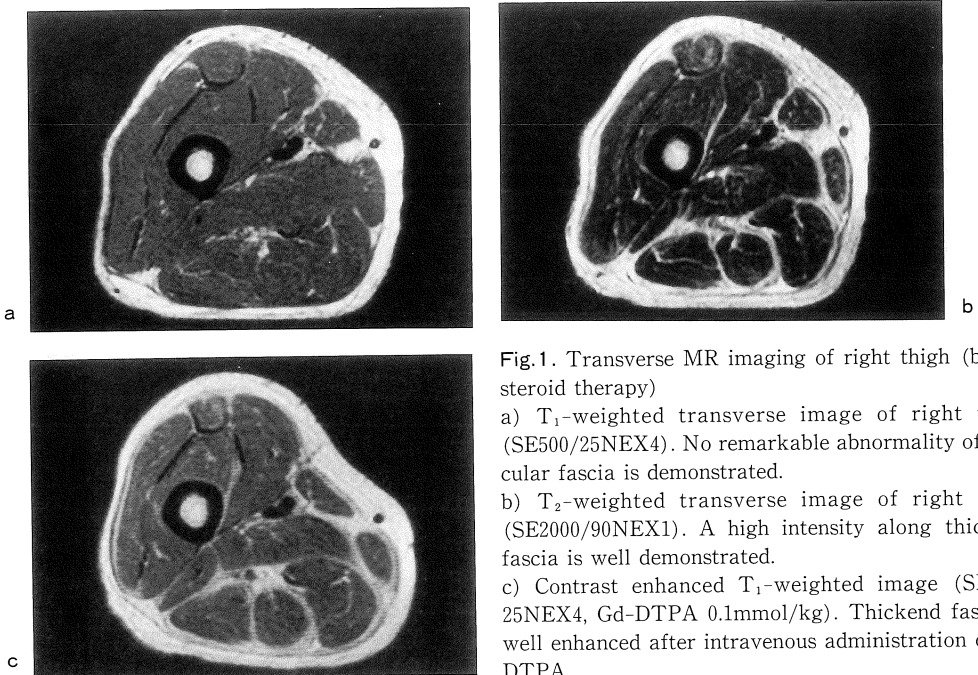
Transverse MR imaging of right thigh (before steroid therapy)
